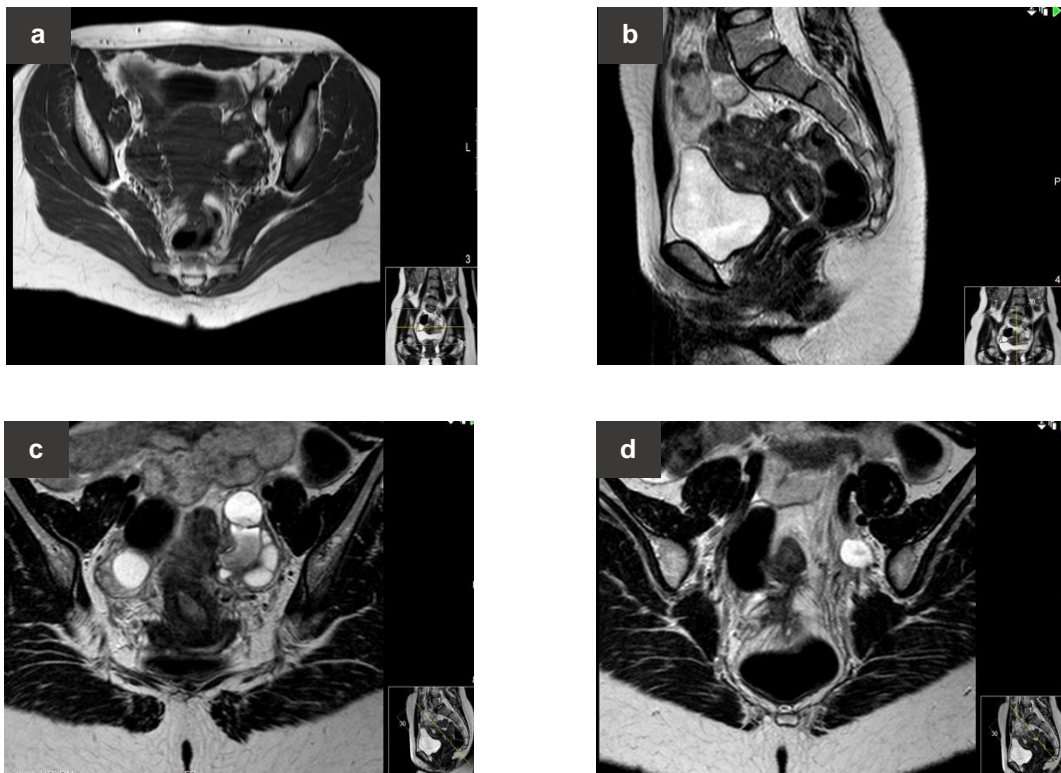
Ressonância magnética pélvica. Imagens ponderadas em T2 nos planos axial (a), sagital (b) e axiais oblíquos a 30° (c,d). RM evidência ovários assimétricos, à custa do ovário esquerdo que apresenta aumento das dimensões (OD 34mm e OE 59mm). Ambos os ovários se apresentam praticamente ocupados por múltiplas formações líquidas. No ovário direito múltiplas formações, todas hiperintensas em T2 e hipointensas em T1, a maior mede cerca de 21mm, compatível com estruturas foliculares. No ovário esquerdo há também formações líquidas com hipersinal em T2 e hipossinal em T1, a maior com 25mm, em relação com estruturas foliculares. Identificam-se ainda, neste ovário, algumas outras formações hiperintensas em T1 e em T2, sem perda de sinal após saturação da
